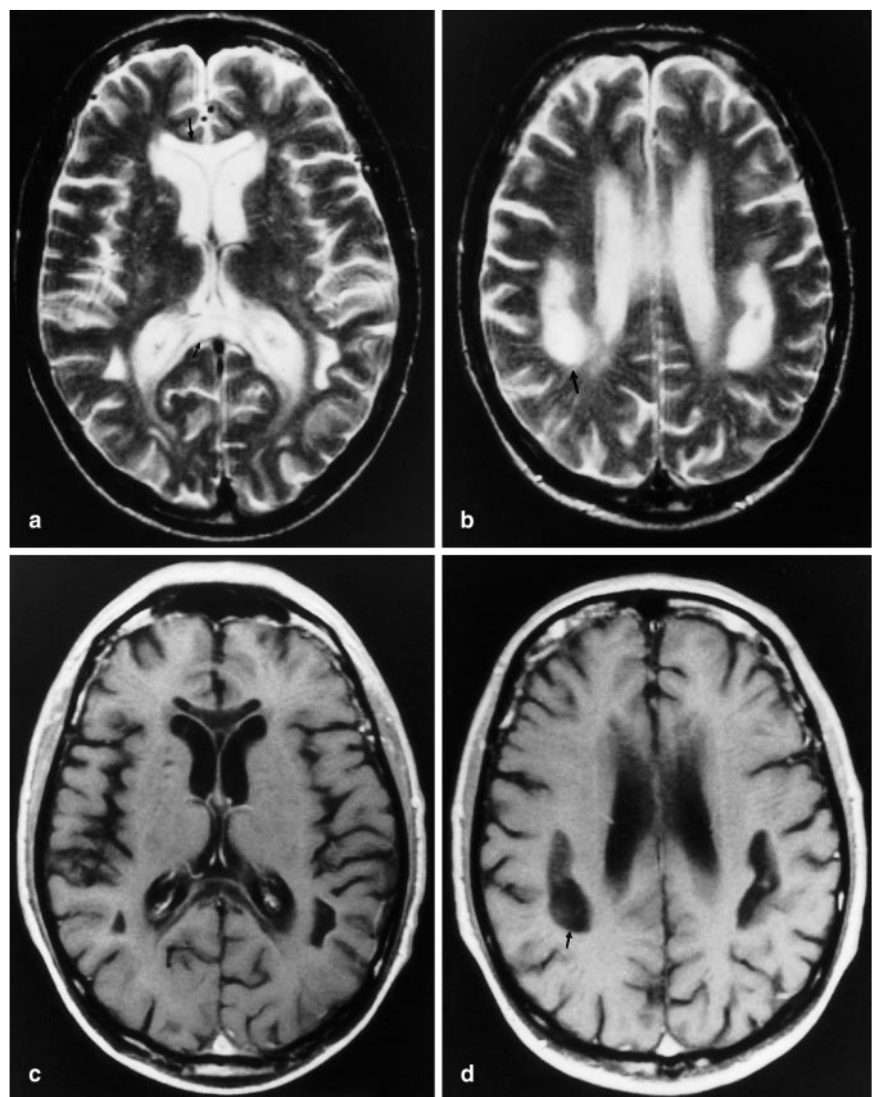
d ▲ Patient 1: MRT 5 Wochen nach Krankheitsbeginn. In den T2-gewichteten transversalen MRT-Bildern zeigen sich ausgeprägte Signalanhebungen beidseits symmetrisch im periventriculären Marklager und im vorderen und hinteren Balkenknie. In den T1-gewichteten Bildern stellen sich entsprechend Signalabsenkungen mit Defektcharakter dar ohne Nachweis einer Schrankenfunktionsstörung nach Kontrastmittelapplikation (a, b: T2-gewichtet; c, d: T1-gewichtet)
